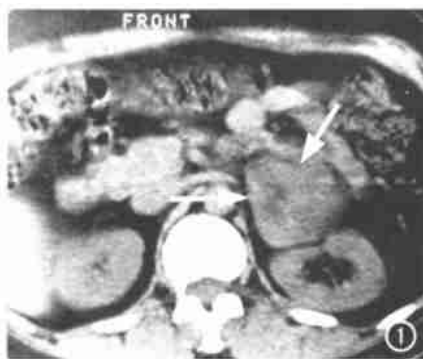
CT平扫左侧肾上腺外侧支可见一圆形高密度灶;病灶约5.5cm×4.0cm大小,密度欠均匀,CT值为14~44HU,边界清楚(箭),左肾部分受压。
